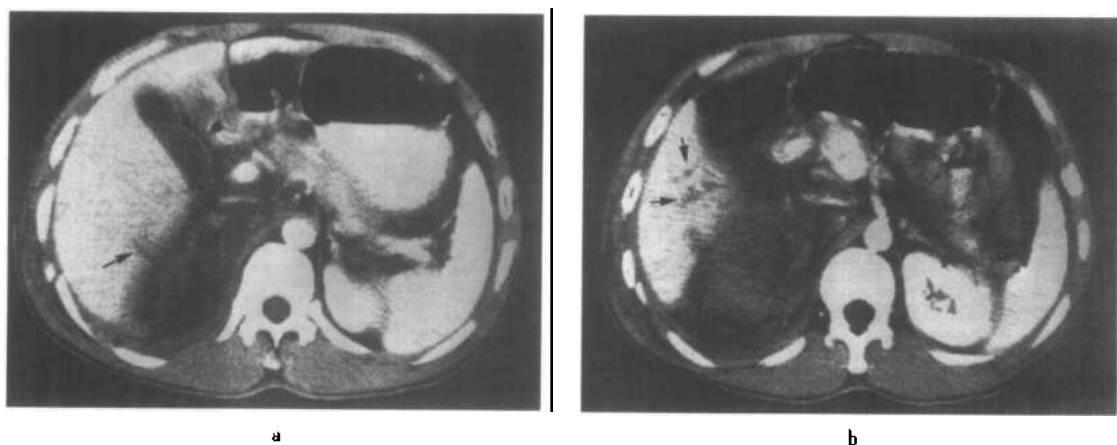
b 肝损伤（肝裂伤），同一患者不同层面的 CT 增强图像
